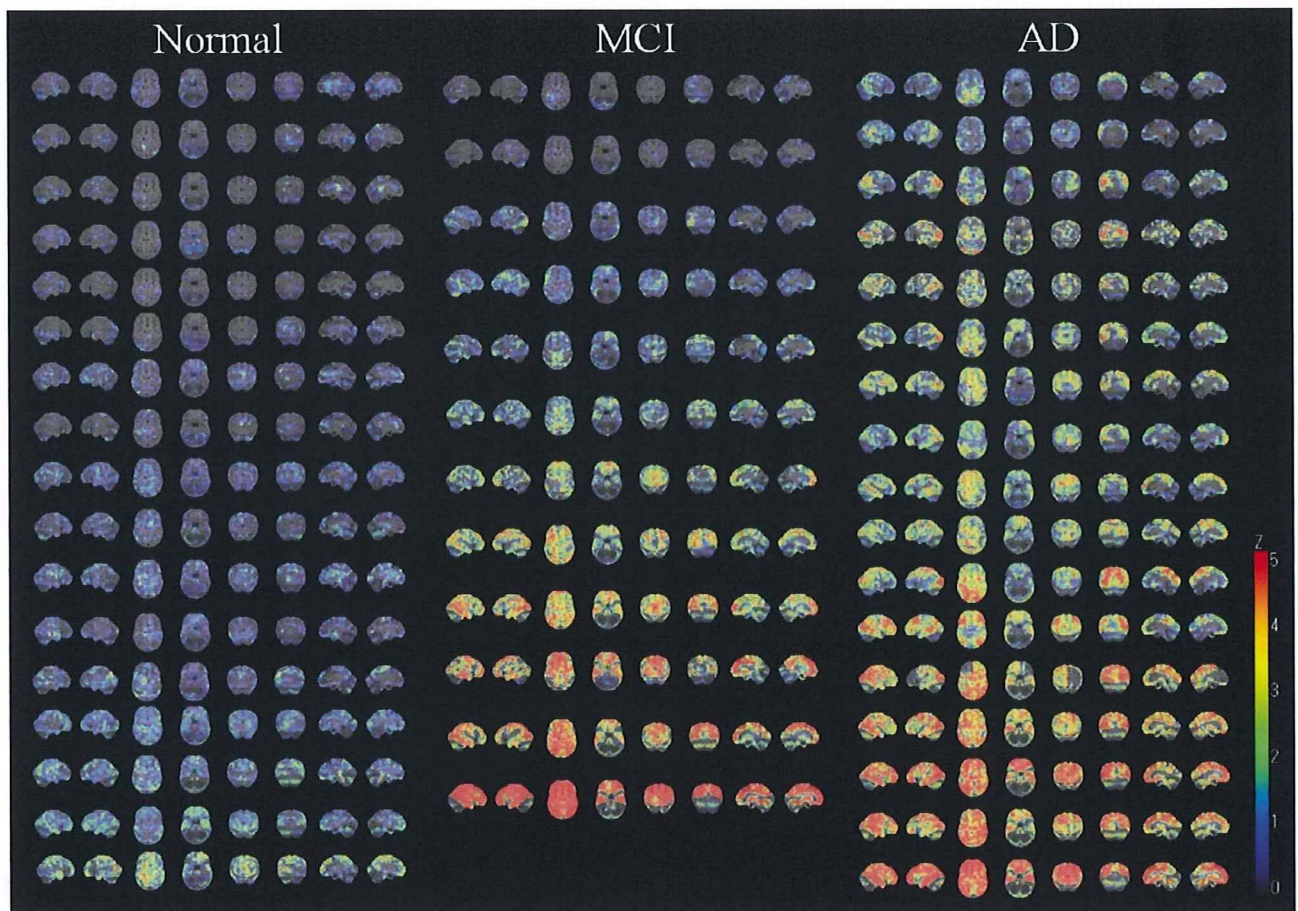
研究代表者らによって開発されたアミロイド イメージングプローブ $[^{11}\text{C}]\text{BF-227}$  のヒトにおける PET 画像。 3D SSP(3 Dimensional Stereotactic Surface Projection) 解析
